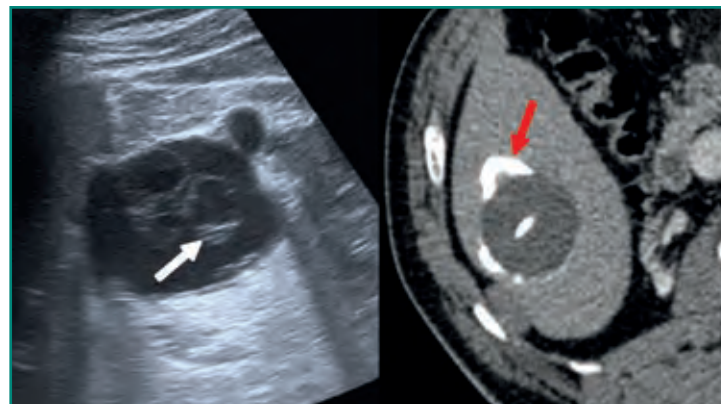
Ecografía y TC que demuestran quistes hidatídicos, uno de ellos con vesículas hijas (*flecha blanca*) y el otro con calcificaciones parietales (*flecha roja*).
